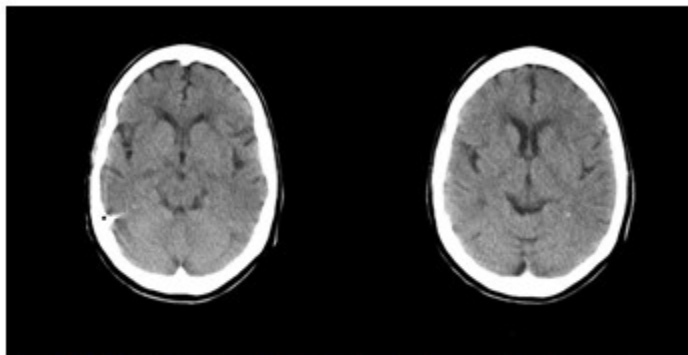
TC de cráneo sin contraste no se observan lesiones hemorrágicas
